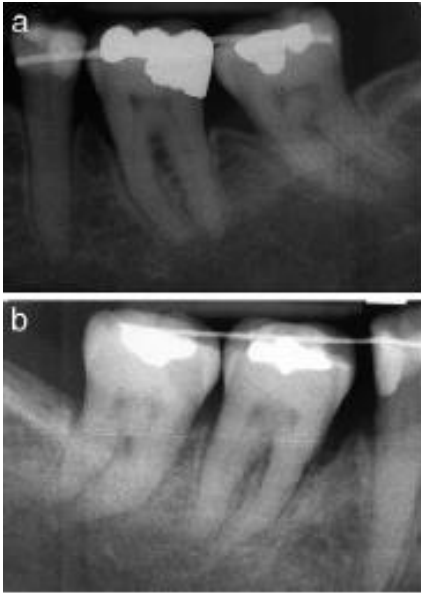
Периапикальные рентгенограммы нижних моляров спустя 5 месяцев ретенции
